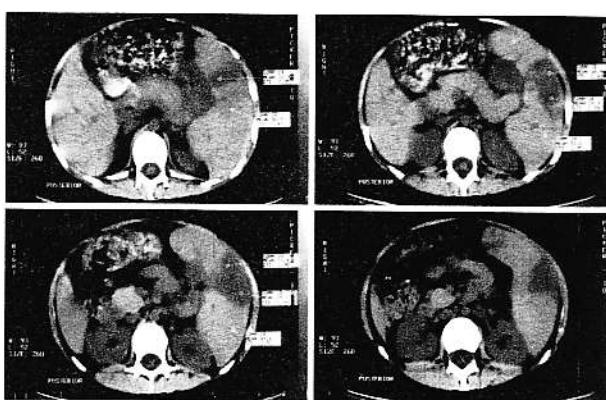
Secțiuni succesive de CT, la nivelul splinei.
